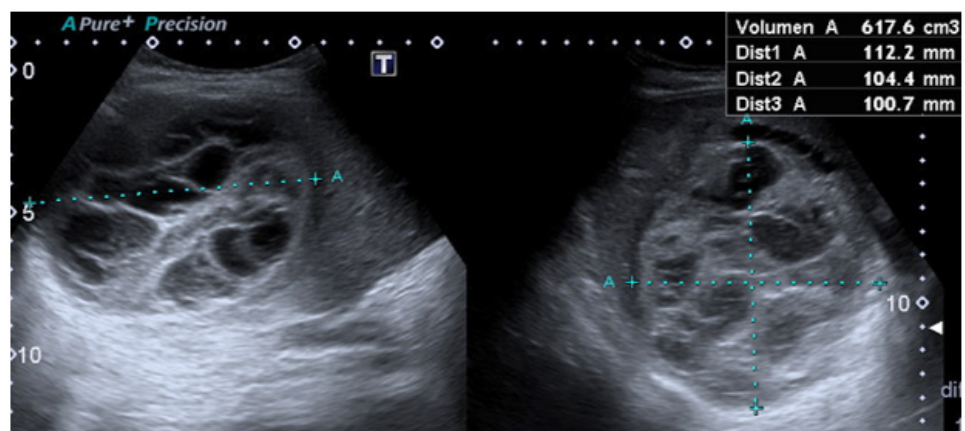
Ecografía de hígado. Ocupando la mayor parte del lóbulo hepático derecho se identifica una imagen redondeada, con múltiples tabiques en su interior, de aspecto quístico, la cual mide 11,2 x 10,4 x 10 cm, con volumen aproximado de 617 cc. Opinión: lesión focal descrita de probable origen parasitario, menos probable piógeno.
